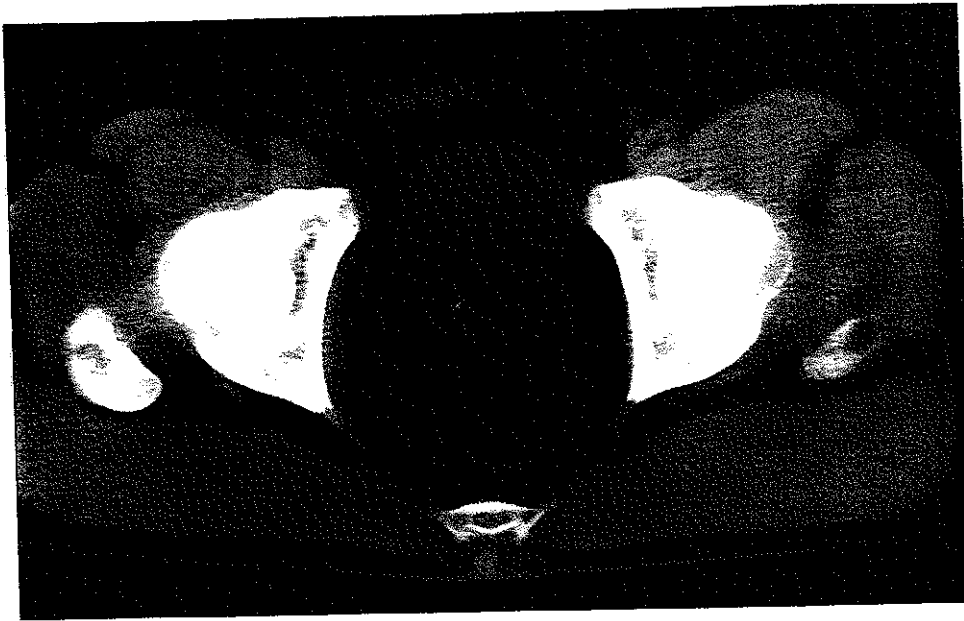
Sağ renal kolik şikayetiyle gelen 46 yaşında erkek hasta: DÜSG ve IVP'de üriner sistem sahalarına ait olabilecek bir opasite saptanmamıştır (A, B). Kontrastsız aksiyel BT kesitinde sağ üretere lokalize kalsifik dansitede taş görünümü (C).
